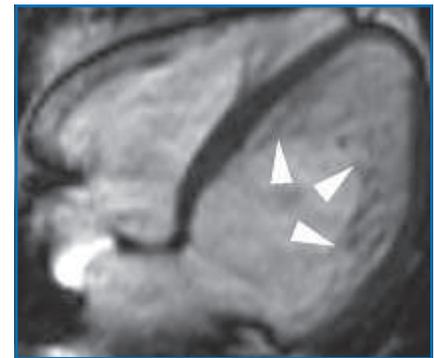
Patient âgé de 37 ans, adressé pour l'exploration d'une dysfonction ventriculaire gauche. L'IRM met en évidence un réseau très important de trabéculations ventriculaires gauches (têtes de flèche). Le diagnostic de non compaction isolé du ventricule gauche est retenu.
